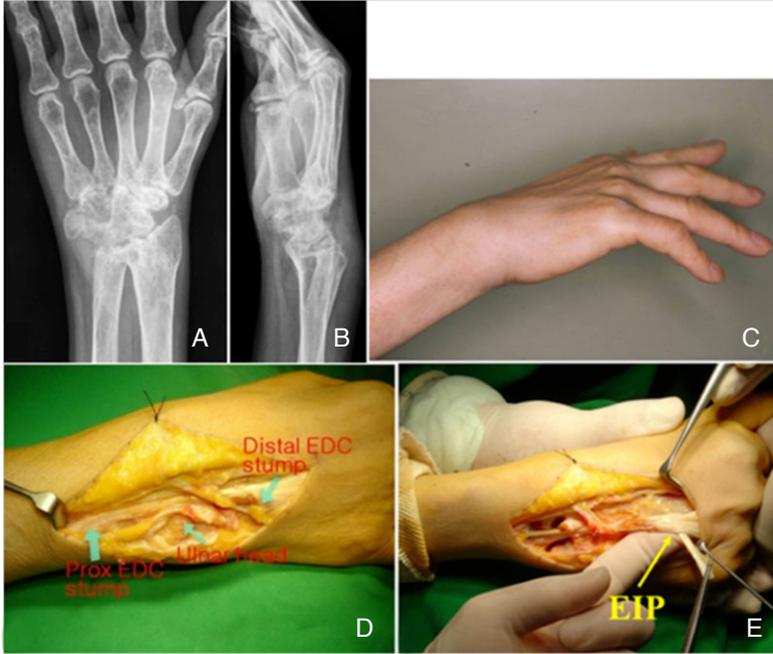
(A), (B) Wrist radiograph of a 56-year-old woman showing a destructive change in the wrist joint. (C) She complained of limitation of the third, fourth, and fifth fingers without trauma history. (D) Intraoperative finding showed rupture of EDC to the third, fourth, and fifth fingers. (E) The ulnar head was resected and EIP was transferred to the ruptured EDC. EDC, extensor digiti mini; EIP, extensor indicis proprius
